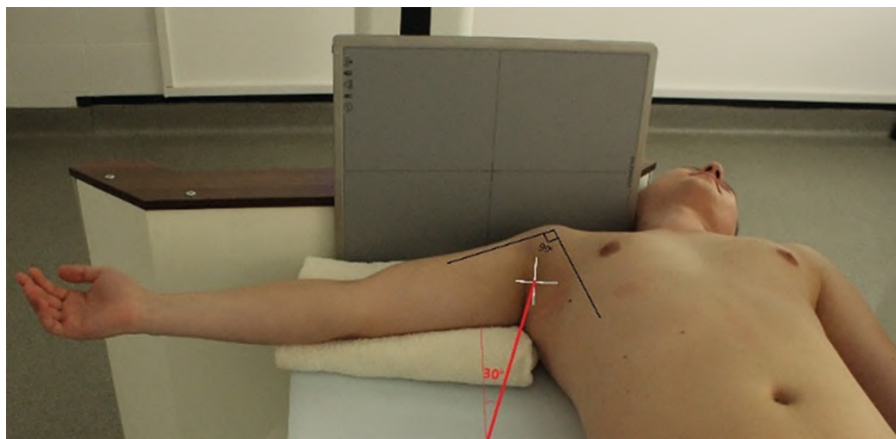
Рентгенография плечевого сустава. Нижневерхняя аксиальная проекция (метод Лоуренса)
